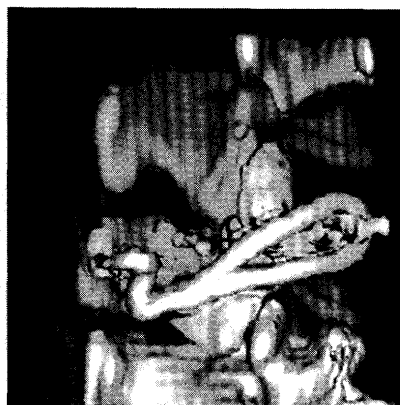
B ワイヤーによる分離部固定術 (3D-CT)
